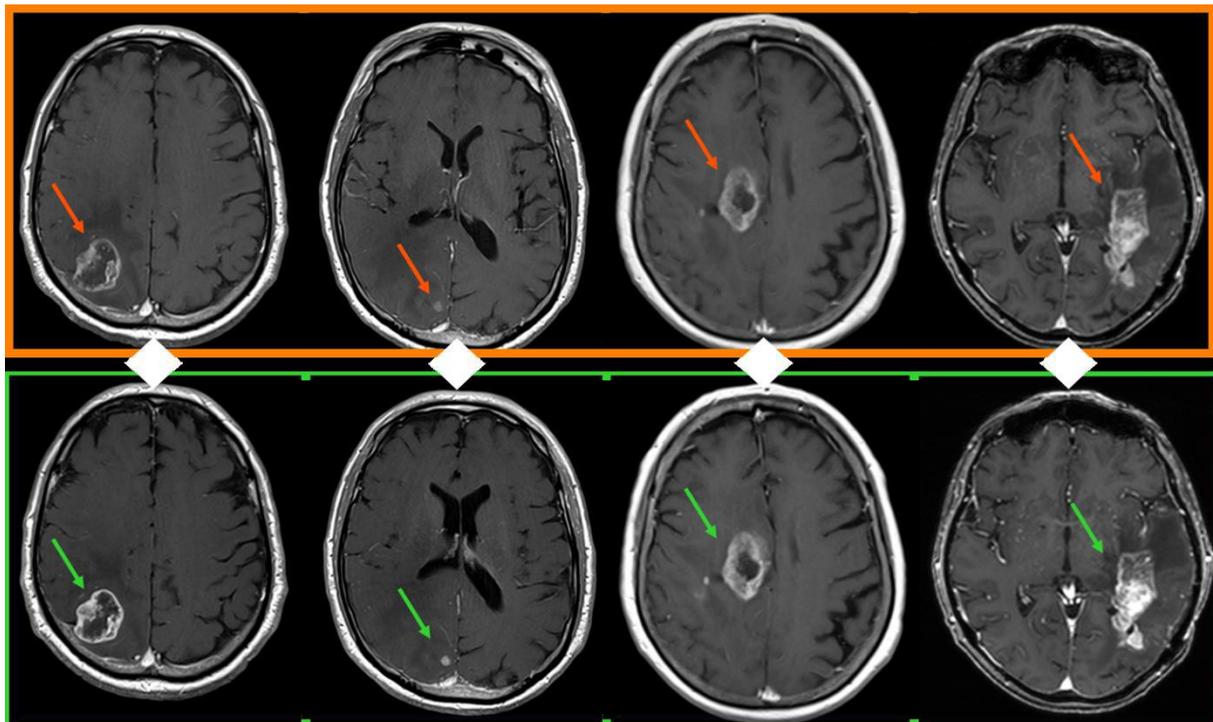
Beispiele von MRT-Bildern des Hirns mit Gadopichlenol (grüne Box, untere Reihe) und Gadobutrol (orange Box, obere Reihe) in der Studie PICTURE
